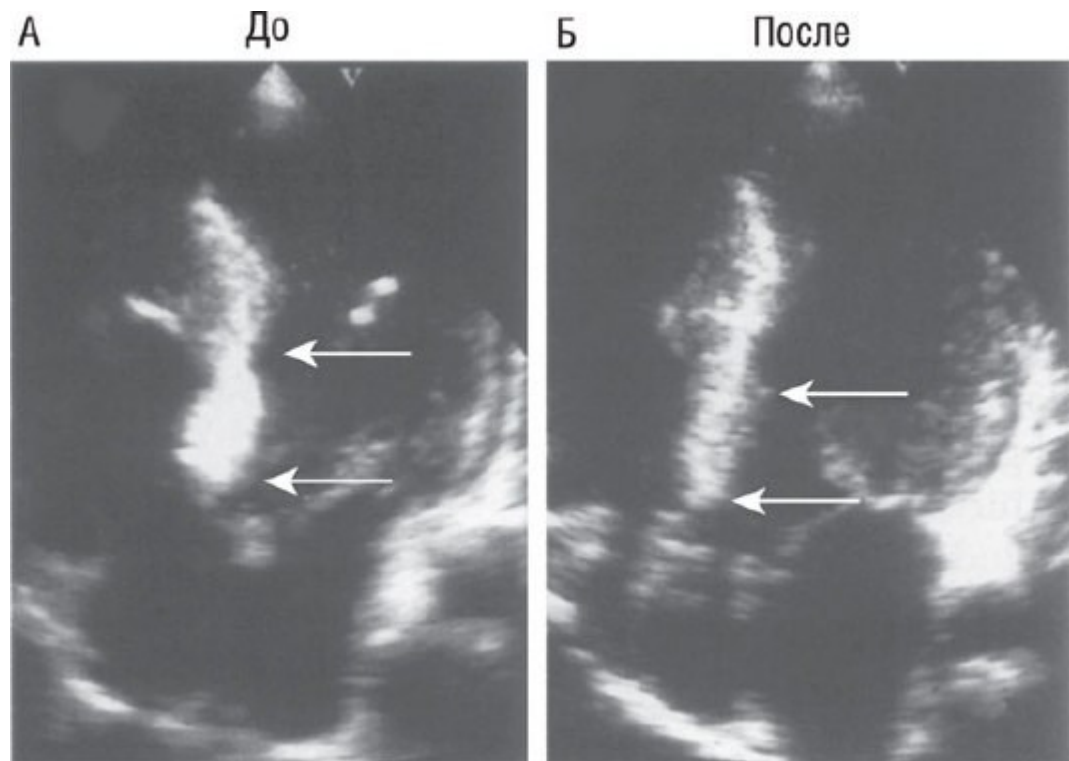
Двухмерная эхокардиография до и после спиртовой абляции: стрелками показана гипертрофия МЖП после введения эхоконтраста (А); уменьшение толщины МЖП (указано стрелками) через месяц после вмешательства (Б). Источник
